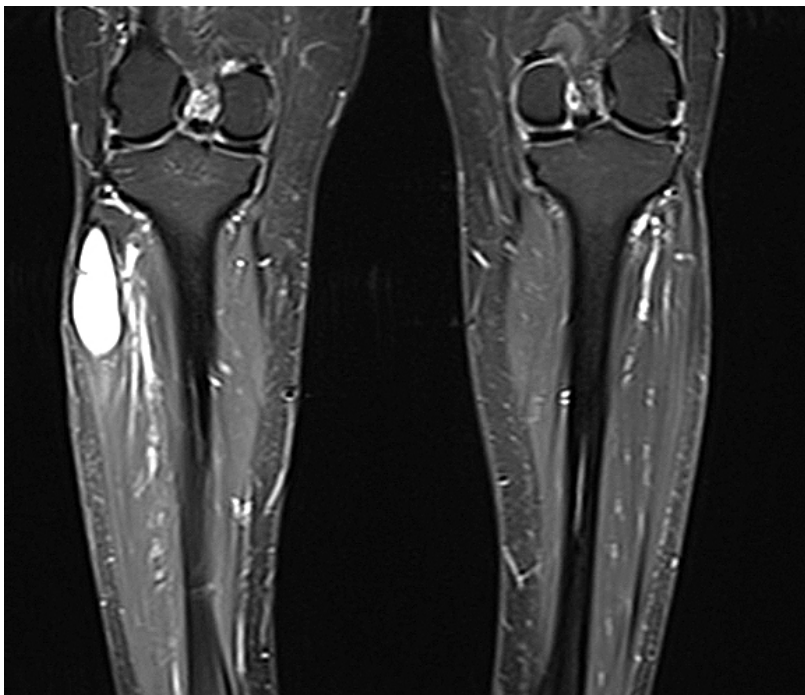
Magnetresonanztomographie der Unterschenkel beidseits. Rechts zeigt sich eine zystische Läsion im Musculus peroneus longus.
